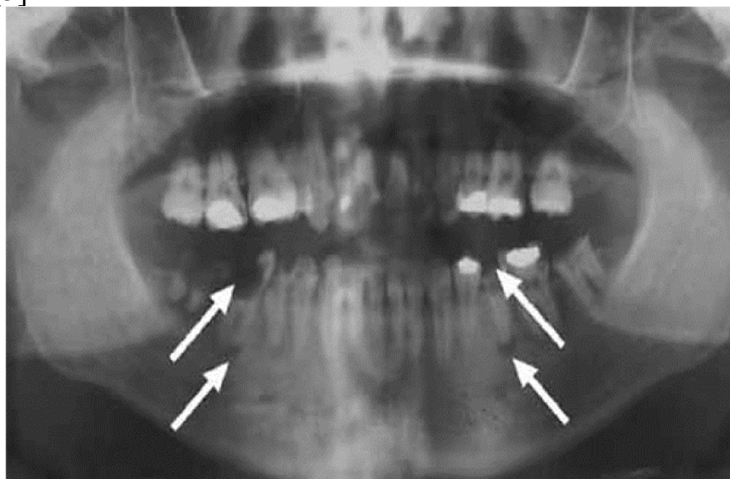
Денталпантомограмма показывающая обширный кариес зубов (рентгенопрозрачные участки в коронках и корнях зубов), поражающий коронки нескольких зубов, и образование периапикального абсцесса (рентгенопрозрачные участки на конце корня). Стрелки указывают на образование кариеса и абсцесса на двух зубах нижней челюсти [7].
